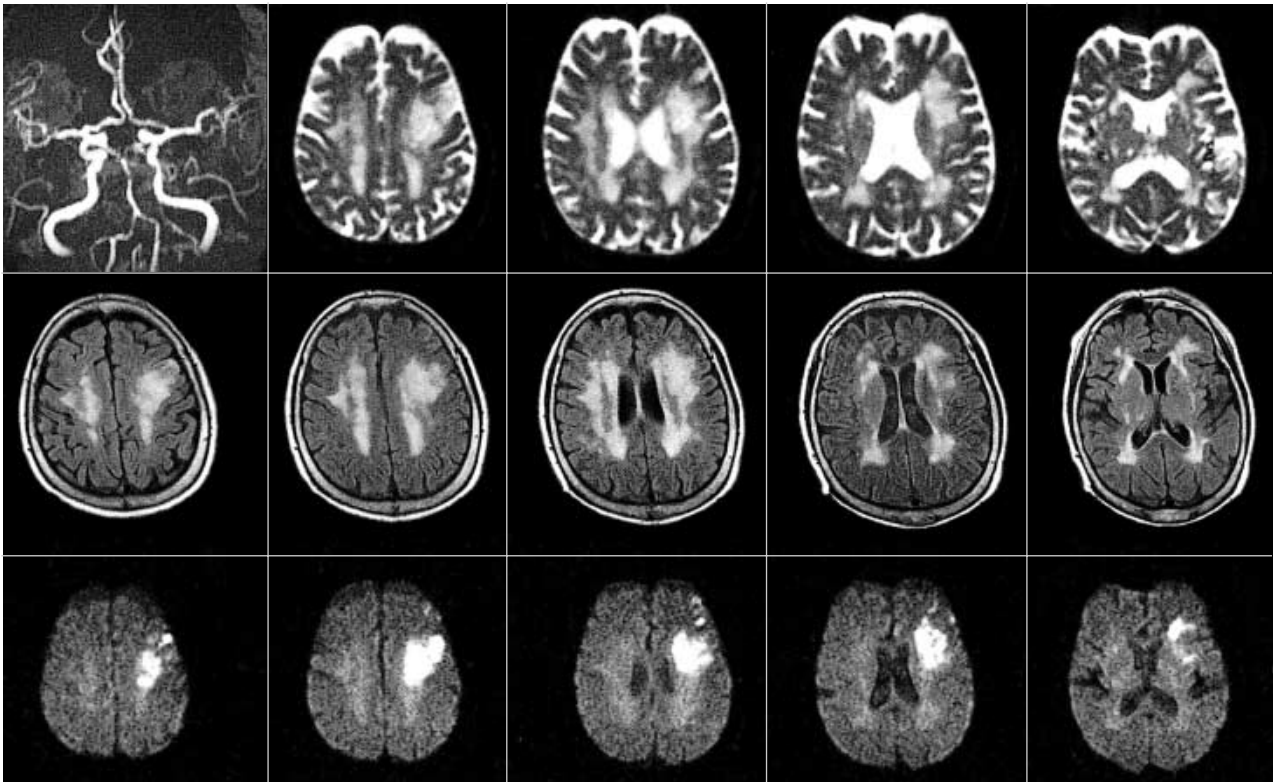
Brain MR angiography (MRA) and MRI. MRA reveals focal stenosis of the left internal carotid artery. MRI shows acute infarction in the left frontal lobe, especially superior and middle frontal gyrus and ischemic change in bilateral periventricular white Matter.
